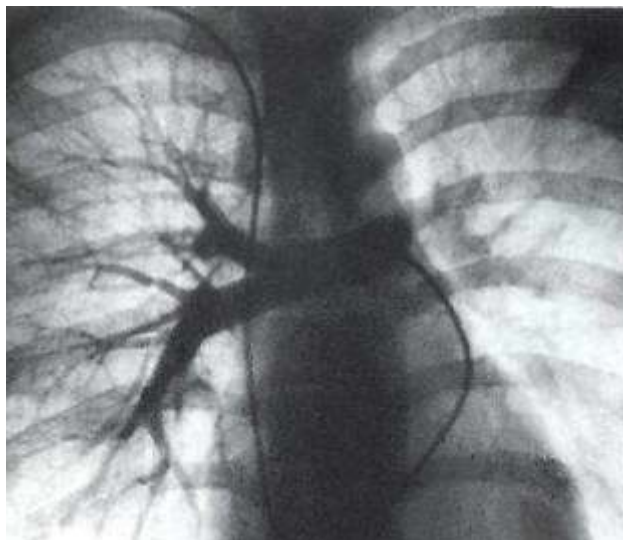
Рентгенологическое исследование с применением искусственного контрастирования
